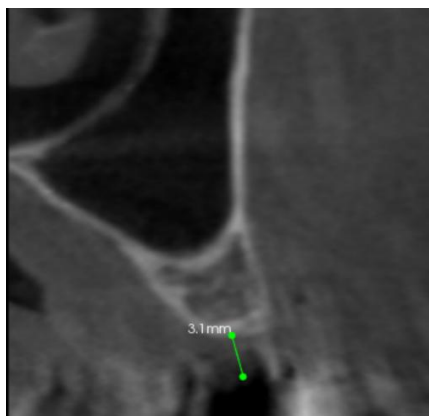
Imagine din CT a maxilarului superior care reprezintă calcularea grosimii în mm a gingivomucoasei înainte de prima intervenție
